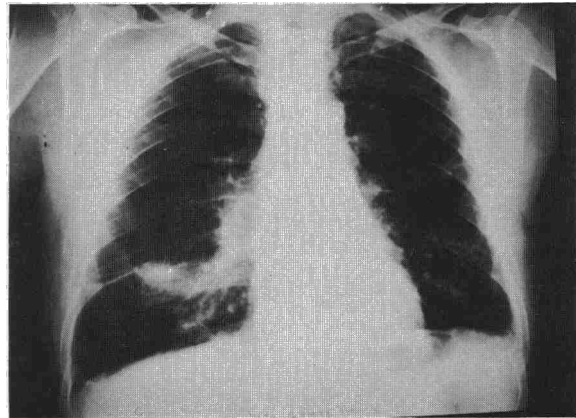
Radiografía PA al ingreso. La imagen nodular está en contacto, cisuras mayor y menor engrosadas y descendidas. Obsérvese la confluencia broncovascular por debajo de la lesión y su ausencia en el resto de la base pulmonar.
